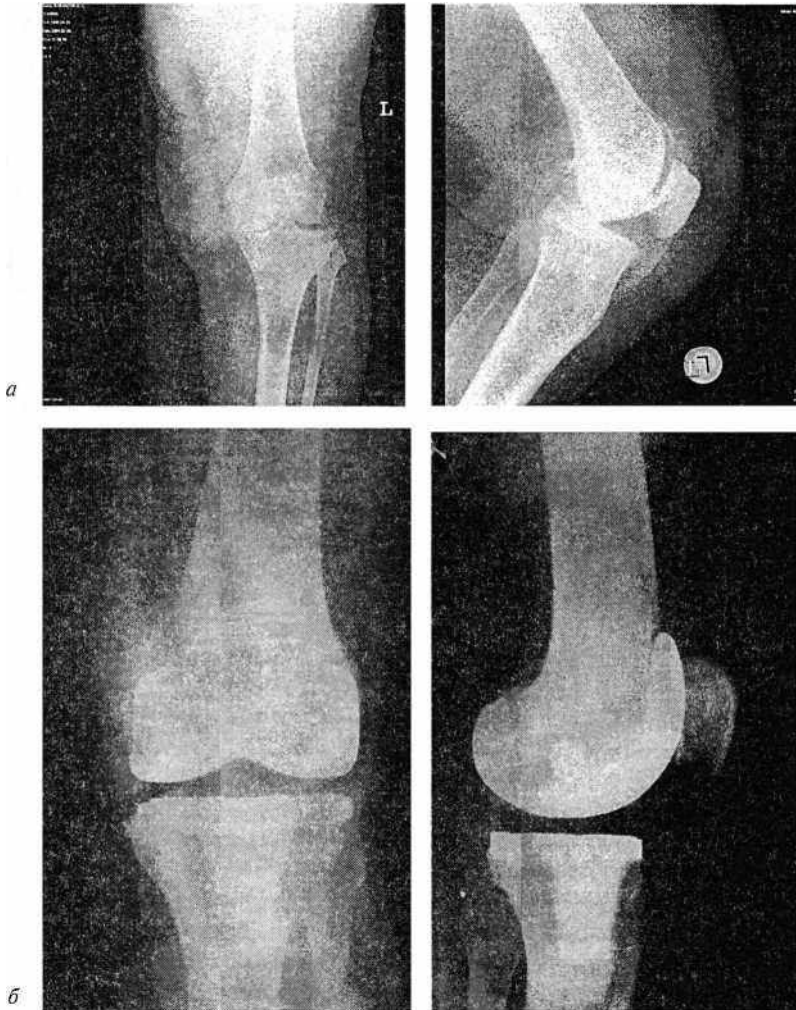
Рентгенограммы коленного сустава:
